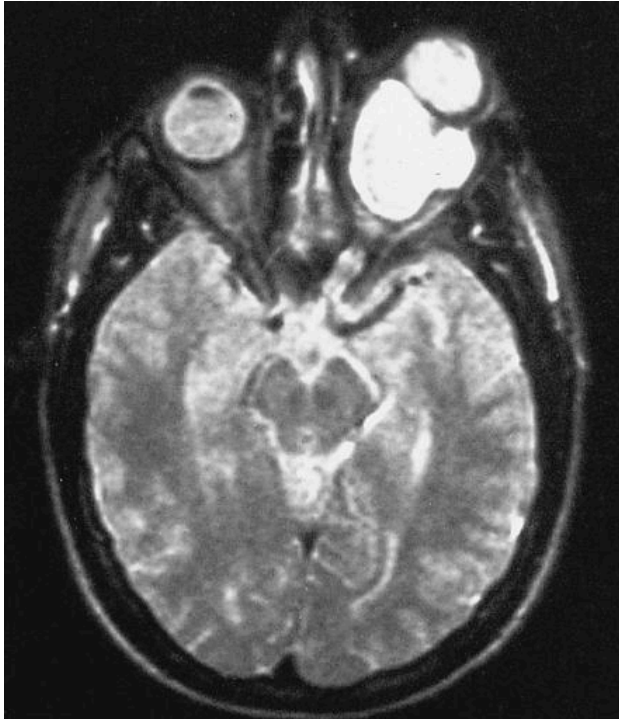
Resonancia magnética cerebral donde se evidencia glioma óptico.
